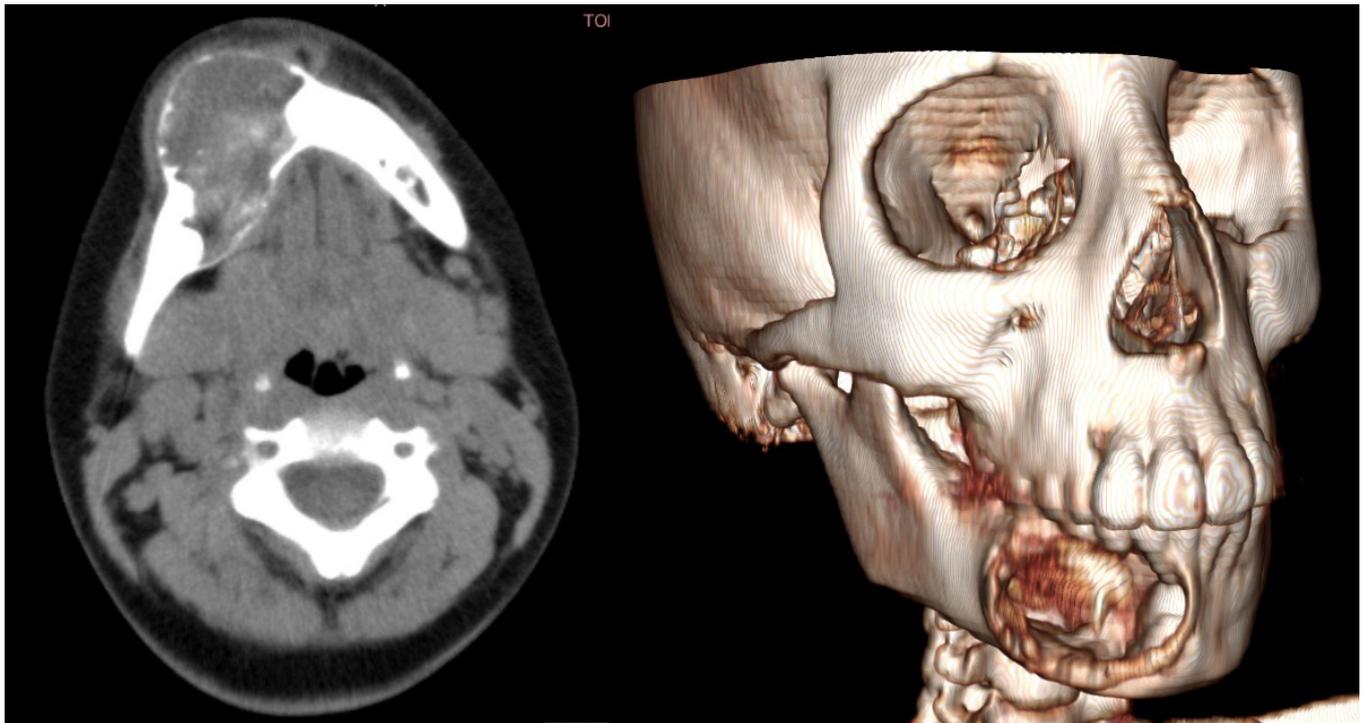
Tomografía computarizada simple de macizo facial, en la que se observa lesión osteolítica de 48 x 32 x 37 mm con adelgazamiento de corticales.
